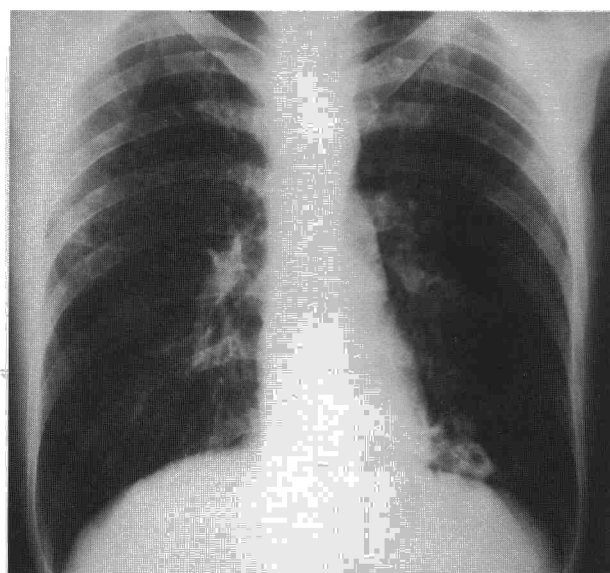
Radiografía simple de tórax en proyección posteroanterior. Se observa un infiltrado nodular cavitado en lóbulo inferior izquierdo e imágenes quísticas en lóbulo superior derecho.
